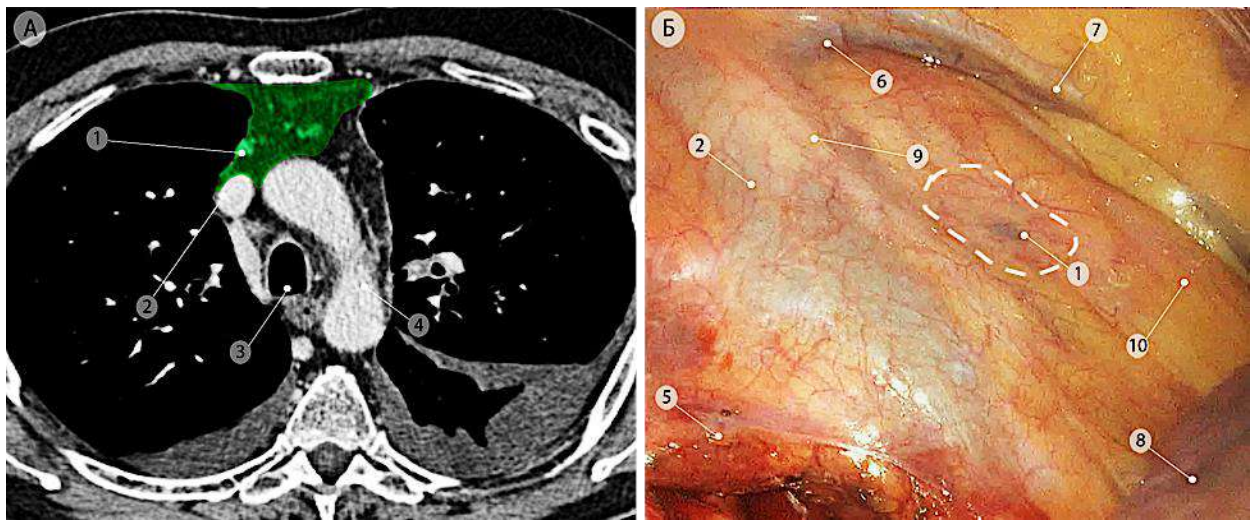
Преваскулярные лимфатические узлы (группа 3а). а – компьютерная томограмма (аксиальная проекция), преваскулярная зона отмечена зелёным цветом; б – интраоперационная эндоскопическая фотография, вид на преваскулярную зону со стороны правой плевральной полости. 1 – преваскулярные лимфатические узлы (группа 3а); 2 – верхняя полая вена; 3 – трахея; 4 – дуга аорты; 5 – дуга непарной вены; 6 – правая внутренняя грудная артерия; 7 – правая внутренняя грудная вена; 8 – верхняя доля правого лёгкого; 9 – правый диафрагмальный нерв, 10 – медиастиальная жировая клетчатка
